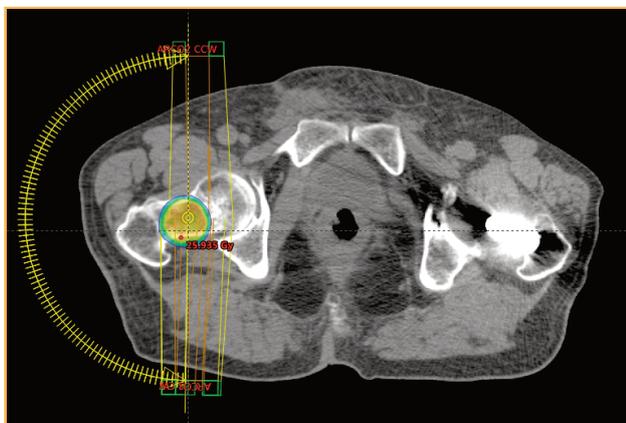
Imagen de TC en corte axial donde se aprecia la lesión en cuello femoral derecho. La planificación del tratamiento se realizó con dos semiarcos que giraban por el mismo lado.
